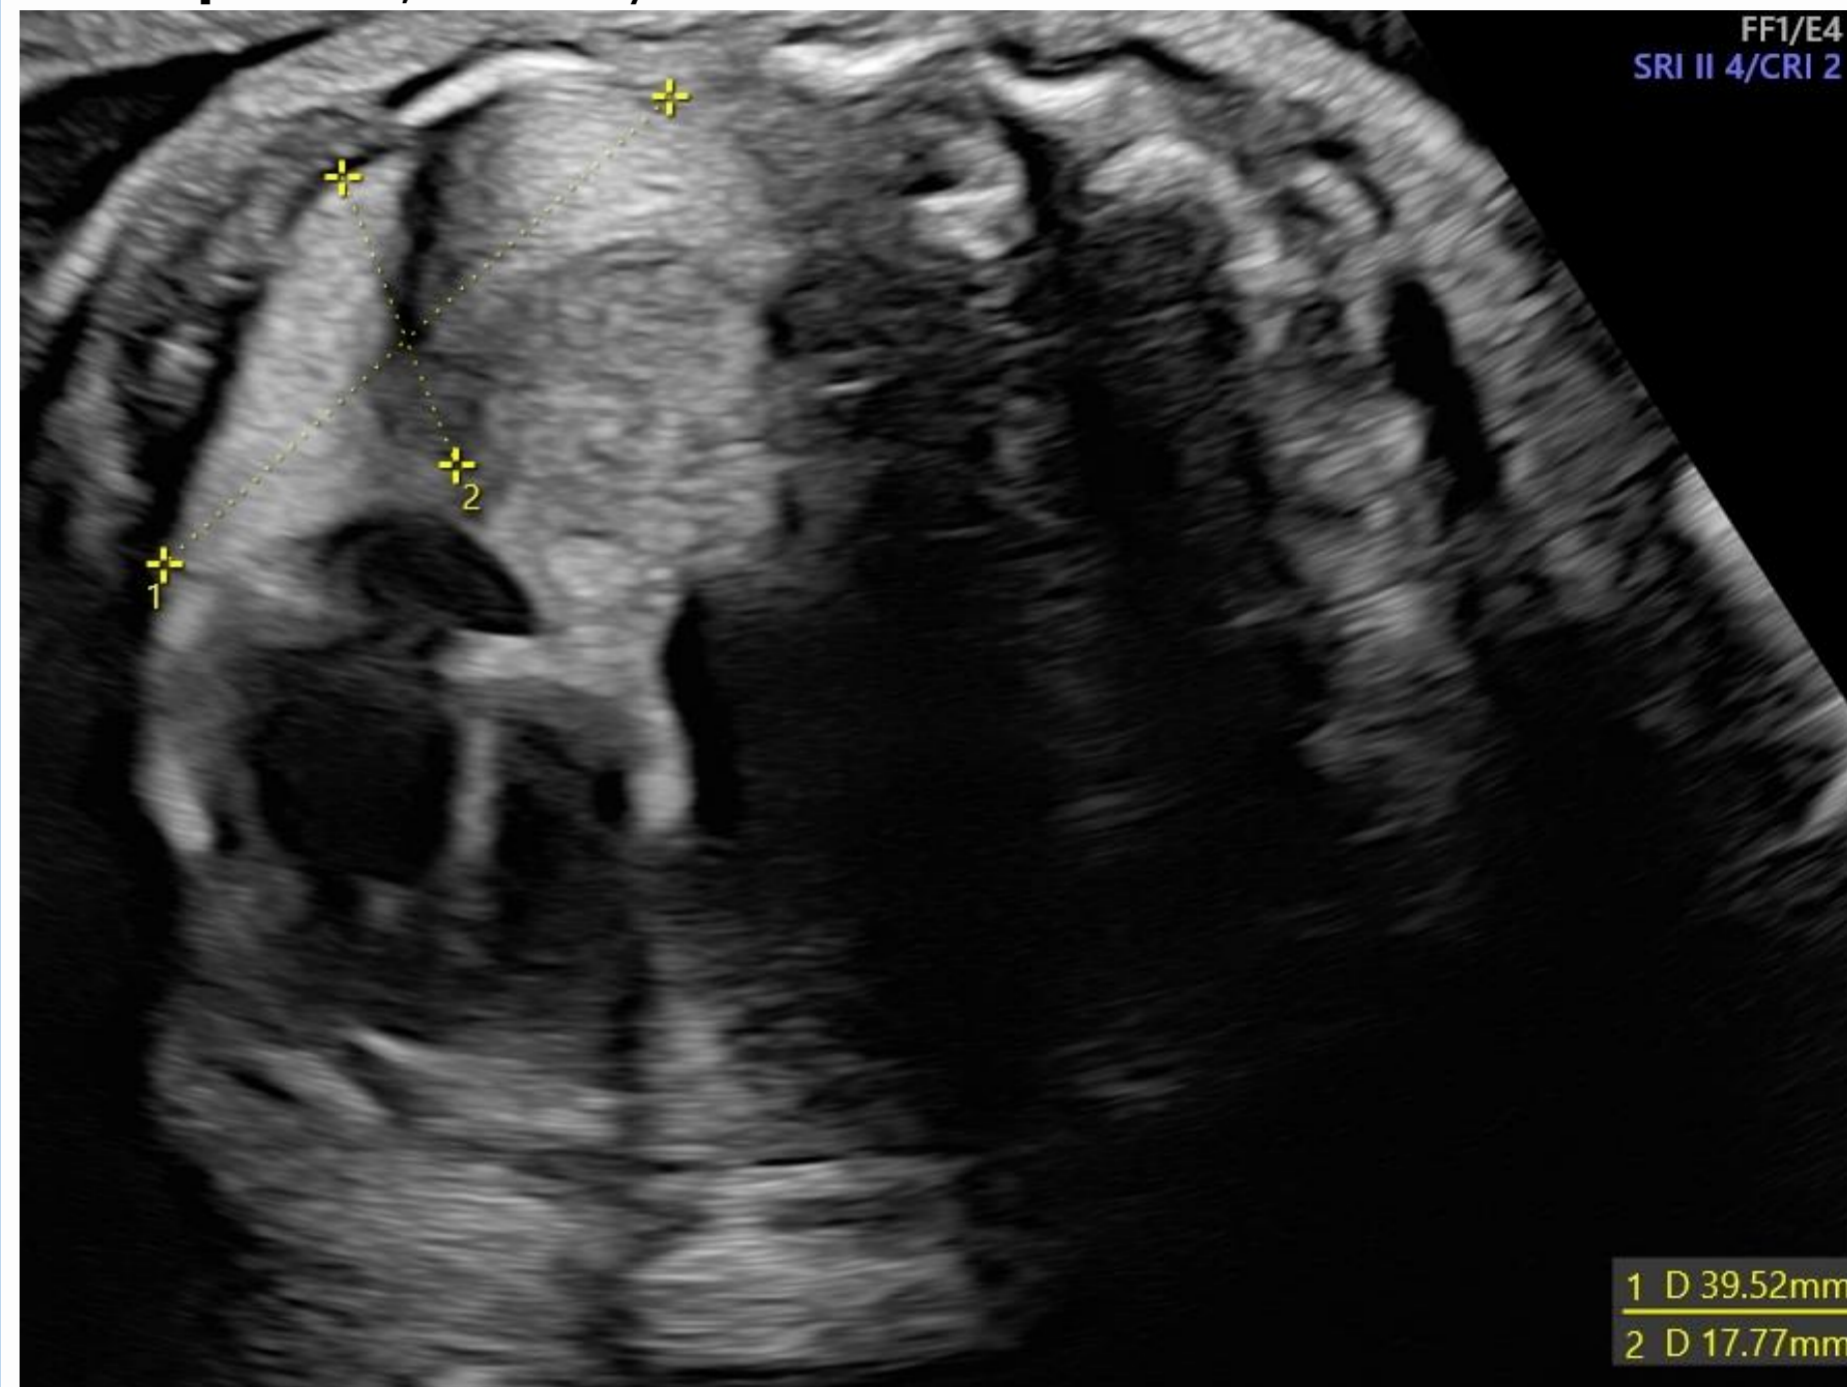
Ecografía obstétrica semana 33+2
